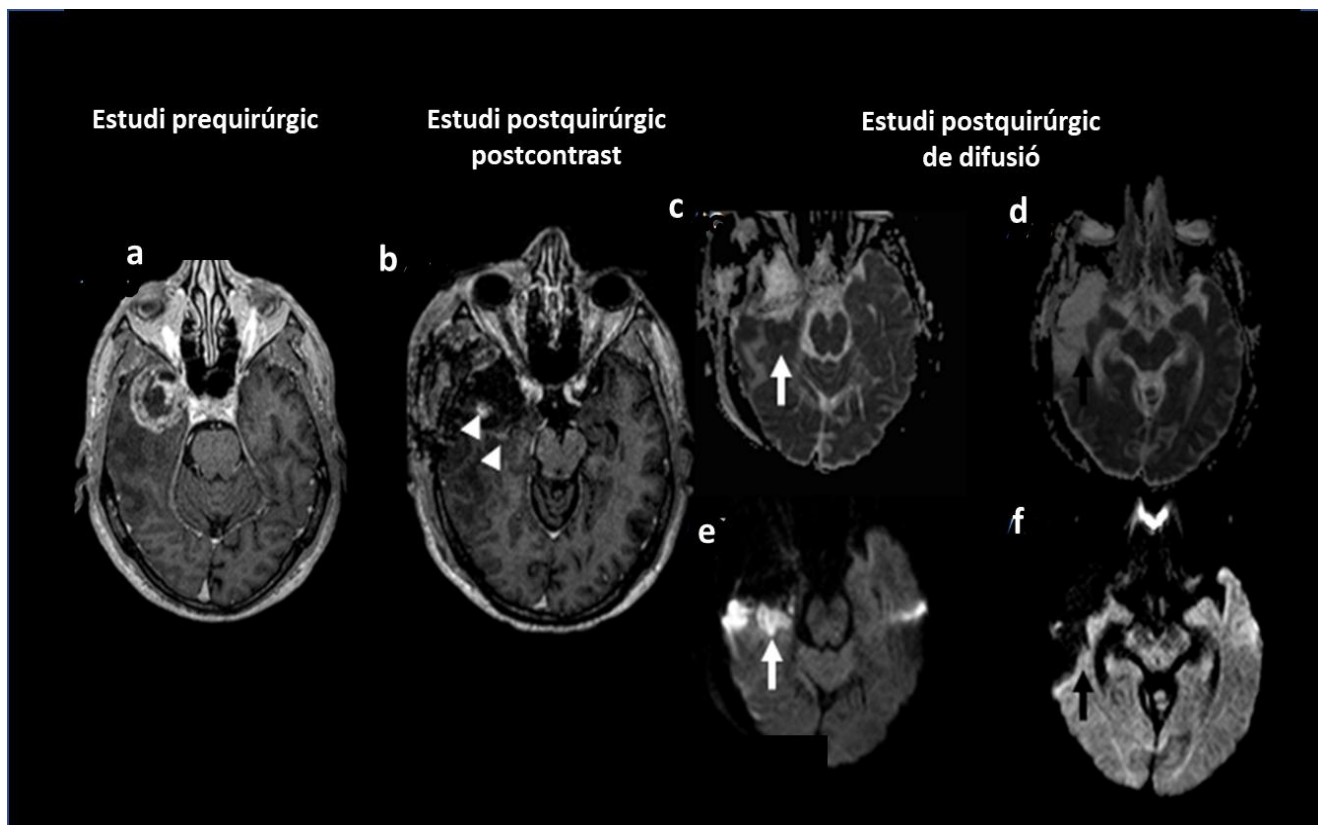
Diagnòstic diferencial entre restes tumorals i canvis postquirúrgics. Estudi de RM realitzat 4 dies després la resecció quirúrgica. (a) (b) T1-Gd postcontrast, (c) (d) mapes ADC, (e) (f) seqüència de DWI (b=1000). S'observa una tumoració al pol temporal anterior dret (a). Es visualitzen dos focus de captació de contrast al llit quirúrgic (caps de fletxa) que presenten un comportament restrictiu en DWI, donada la hiperintensitat en els mapes b1000 i hipointensitat en ADC (fletxes). Donat que l'estudi es va realitzar més enllà de les 72 hores després de la cirurgia, aquestes troballes plantejen el diagnòstic diferencials amb restes tumorals, lesions isquèmiques postquirúrgiques o canvis inflamatoris (Elaboració pròpia).
